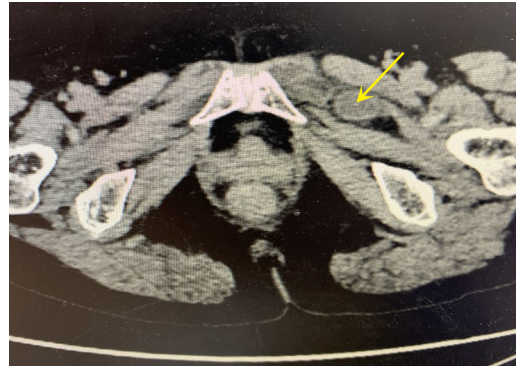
腹盆腔CT扫描闭孔疝影像结果(箭头所示闭孔外肌与耻骨肌之间的疝内容物)
